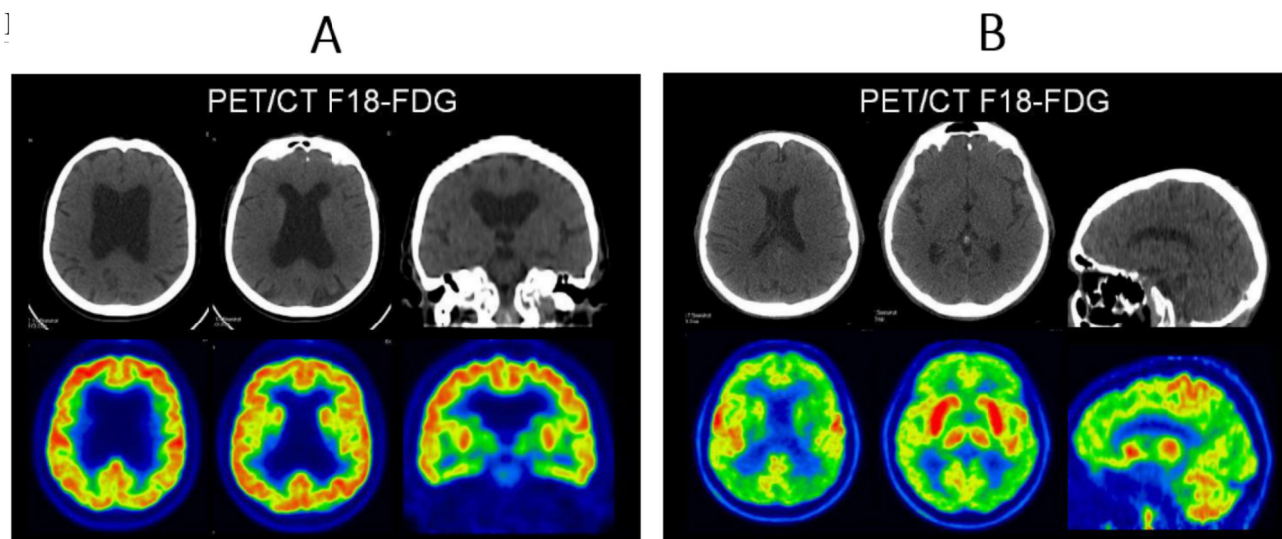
Se observa un PET/CT normal de un adulto sano (A) en comparación con un PET/CT de un paciente con EA (B). En A se observa con una distribución homogénea de Fluordesoxiglucosa, marcada con flúor-18 en corteza núcleos de la base. Mientras que, en B, se observa un PET/CT en un paciente con EA, en el que se visualiza un marcado hipometabolismo parietotemporal, de cíngulo posterior y frontal bilateral, con respecto relativo del área pre y postcentral. Recuperada de Rojas (2016).
